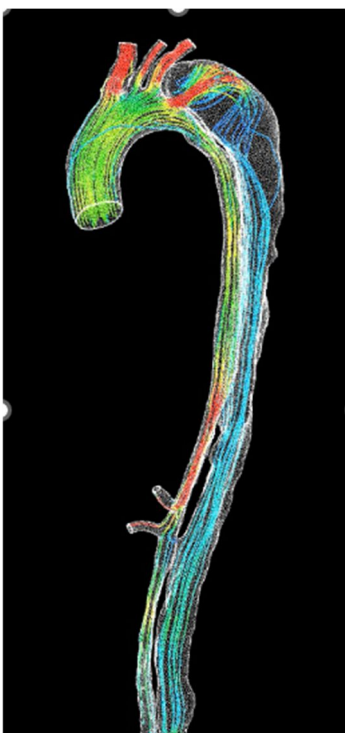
CT 画像から血管形態を抽出して解析した CFD 画像。真腔から偽腔へ流れる jet 血流は描出されるが、4D flow MRI で見られた entry を介した偽腔から真腔への逆流血流が描出されない。
